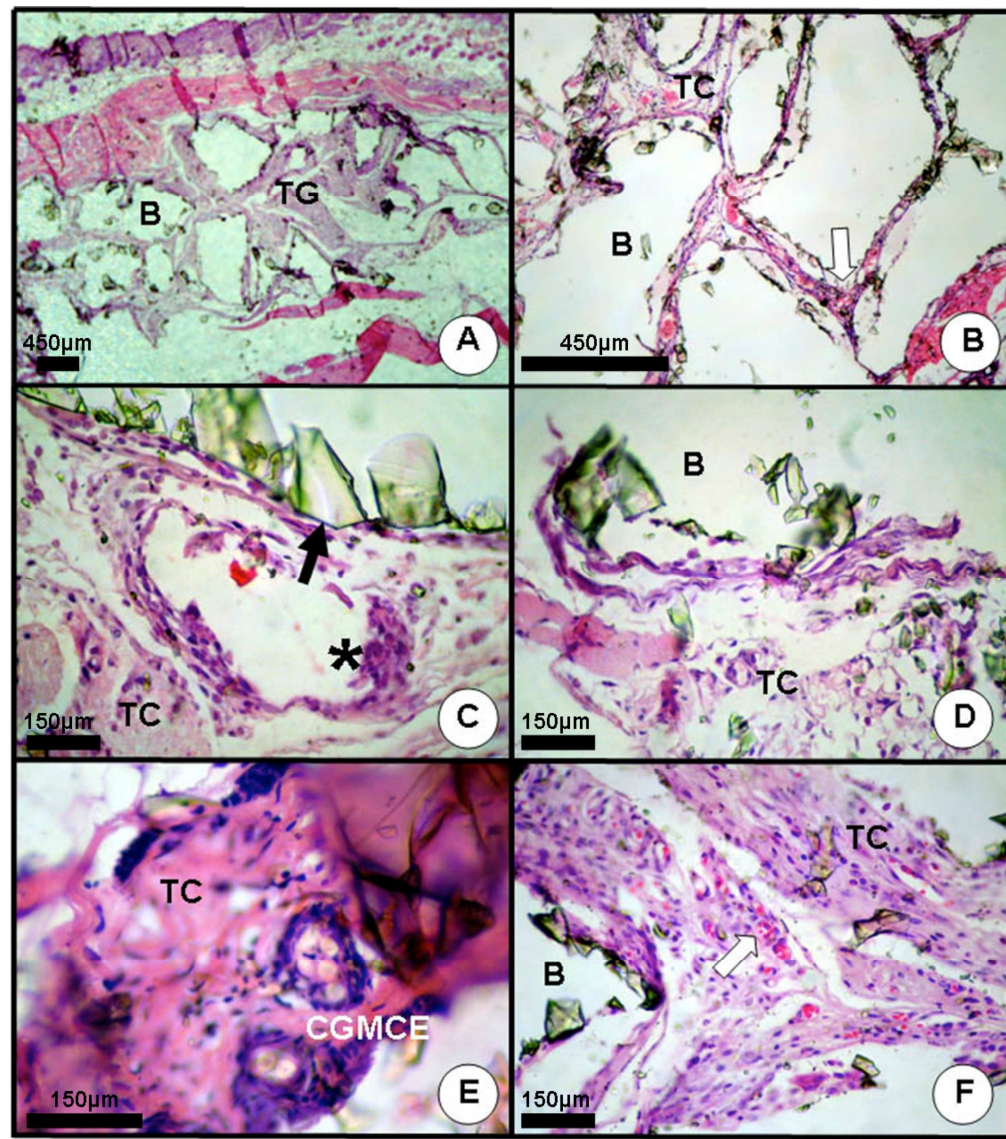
Resposta tecidual ao biovidro implantado em subcutâneo de camundongos. Coloração: Hematoxilina-Eosina. *1 semana:* A- Grânulos de biovidro (B) com interposição de tecido de granulação, Magnificação: 80x. *3 semanas:* B- Biovidro (B) interposto por tecido conjuntivo (TC) frouxo e muitos vasos sanguíneos (seta branca), Magnificação: 200x; C- Nítida interface biovidro (B) e tecido conjuntivo (TC) (seta preta), com fraco infiltrado inflamatório mononuclear (asterisco), Magnificação: 800x; D- Ampla variação dimensional do biovidro (B), não peneirado, em contato com tecido conjuntivo (TC), Magnificação: 800x. *9 semanas:* E- Células gigantes multinucleadas tipo corpo estranho (CGMCE) contendo em seu interior partículas birrefringentes de biovidro, em contato com tecido conjuntivo (TC), Magnificação: 1200x, F- Biovidro (B) circundado por tecido conjuntivo (TC) frouxo com abundante presença de vasos sanguíneos congestos (seta branca), Magnificação: 800x.
